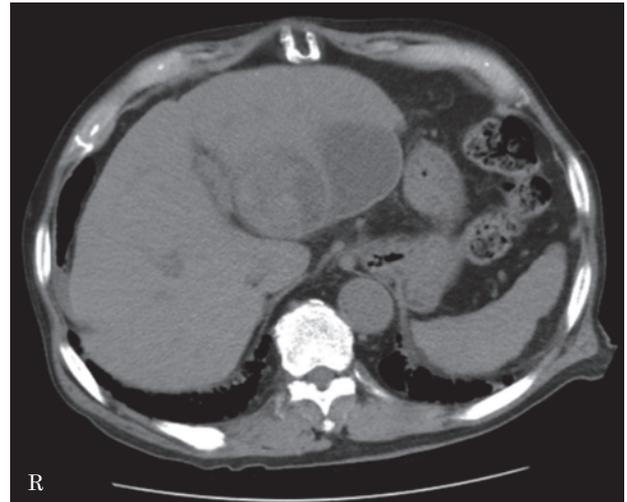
放射線治療終了直後の腹部単純CT検査(症例2): 治療前に比べて腫瘍サイズに明らかな変化は無く、肝周囲の血液が被包化されている。
